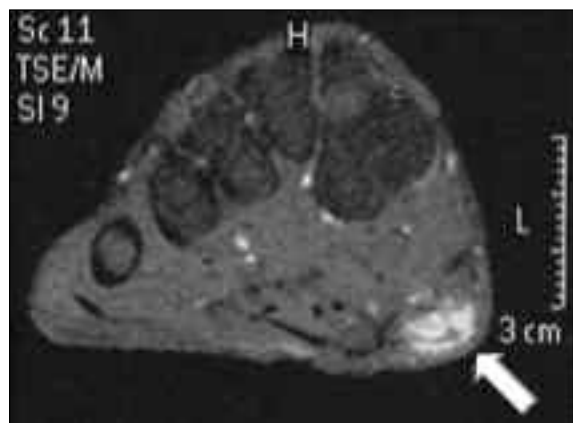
RMN do pé direito: nódulo da fásia plantar (plano coronal)
